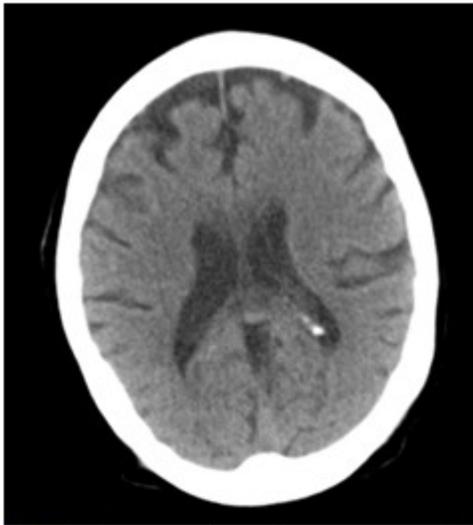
Tomografía axial computarizada de cráneo mostró atrofia cortical.
